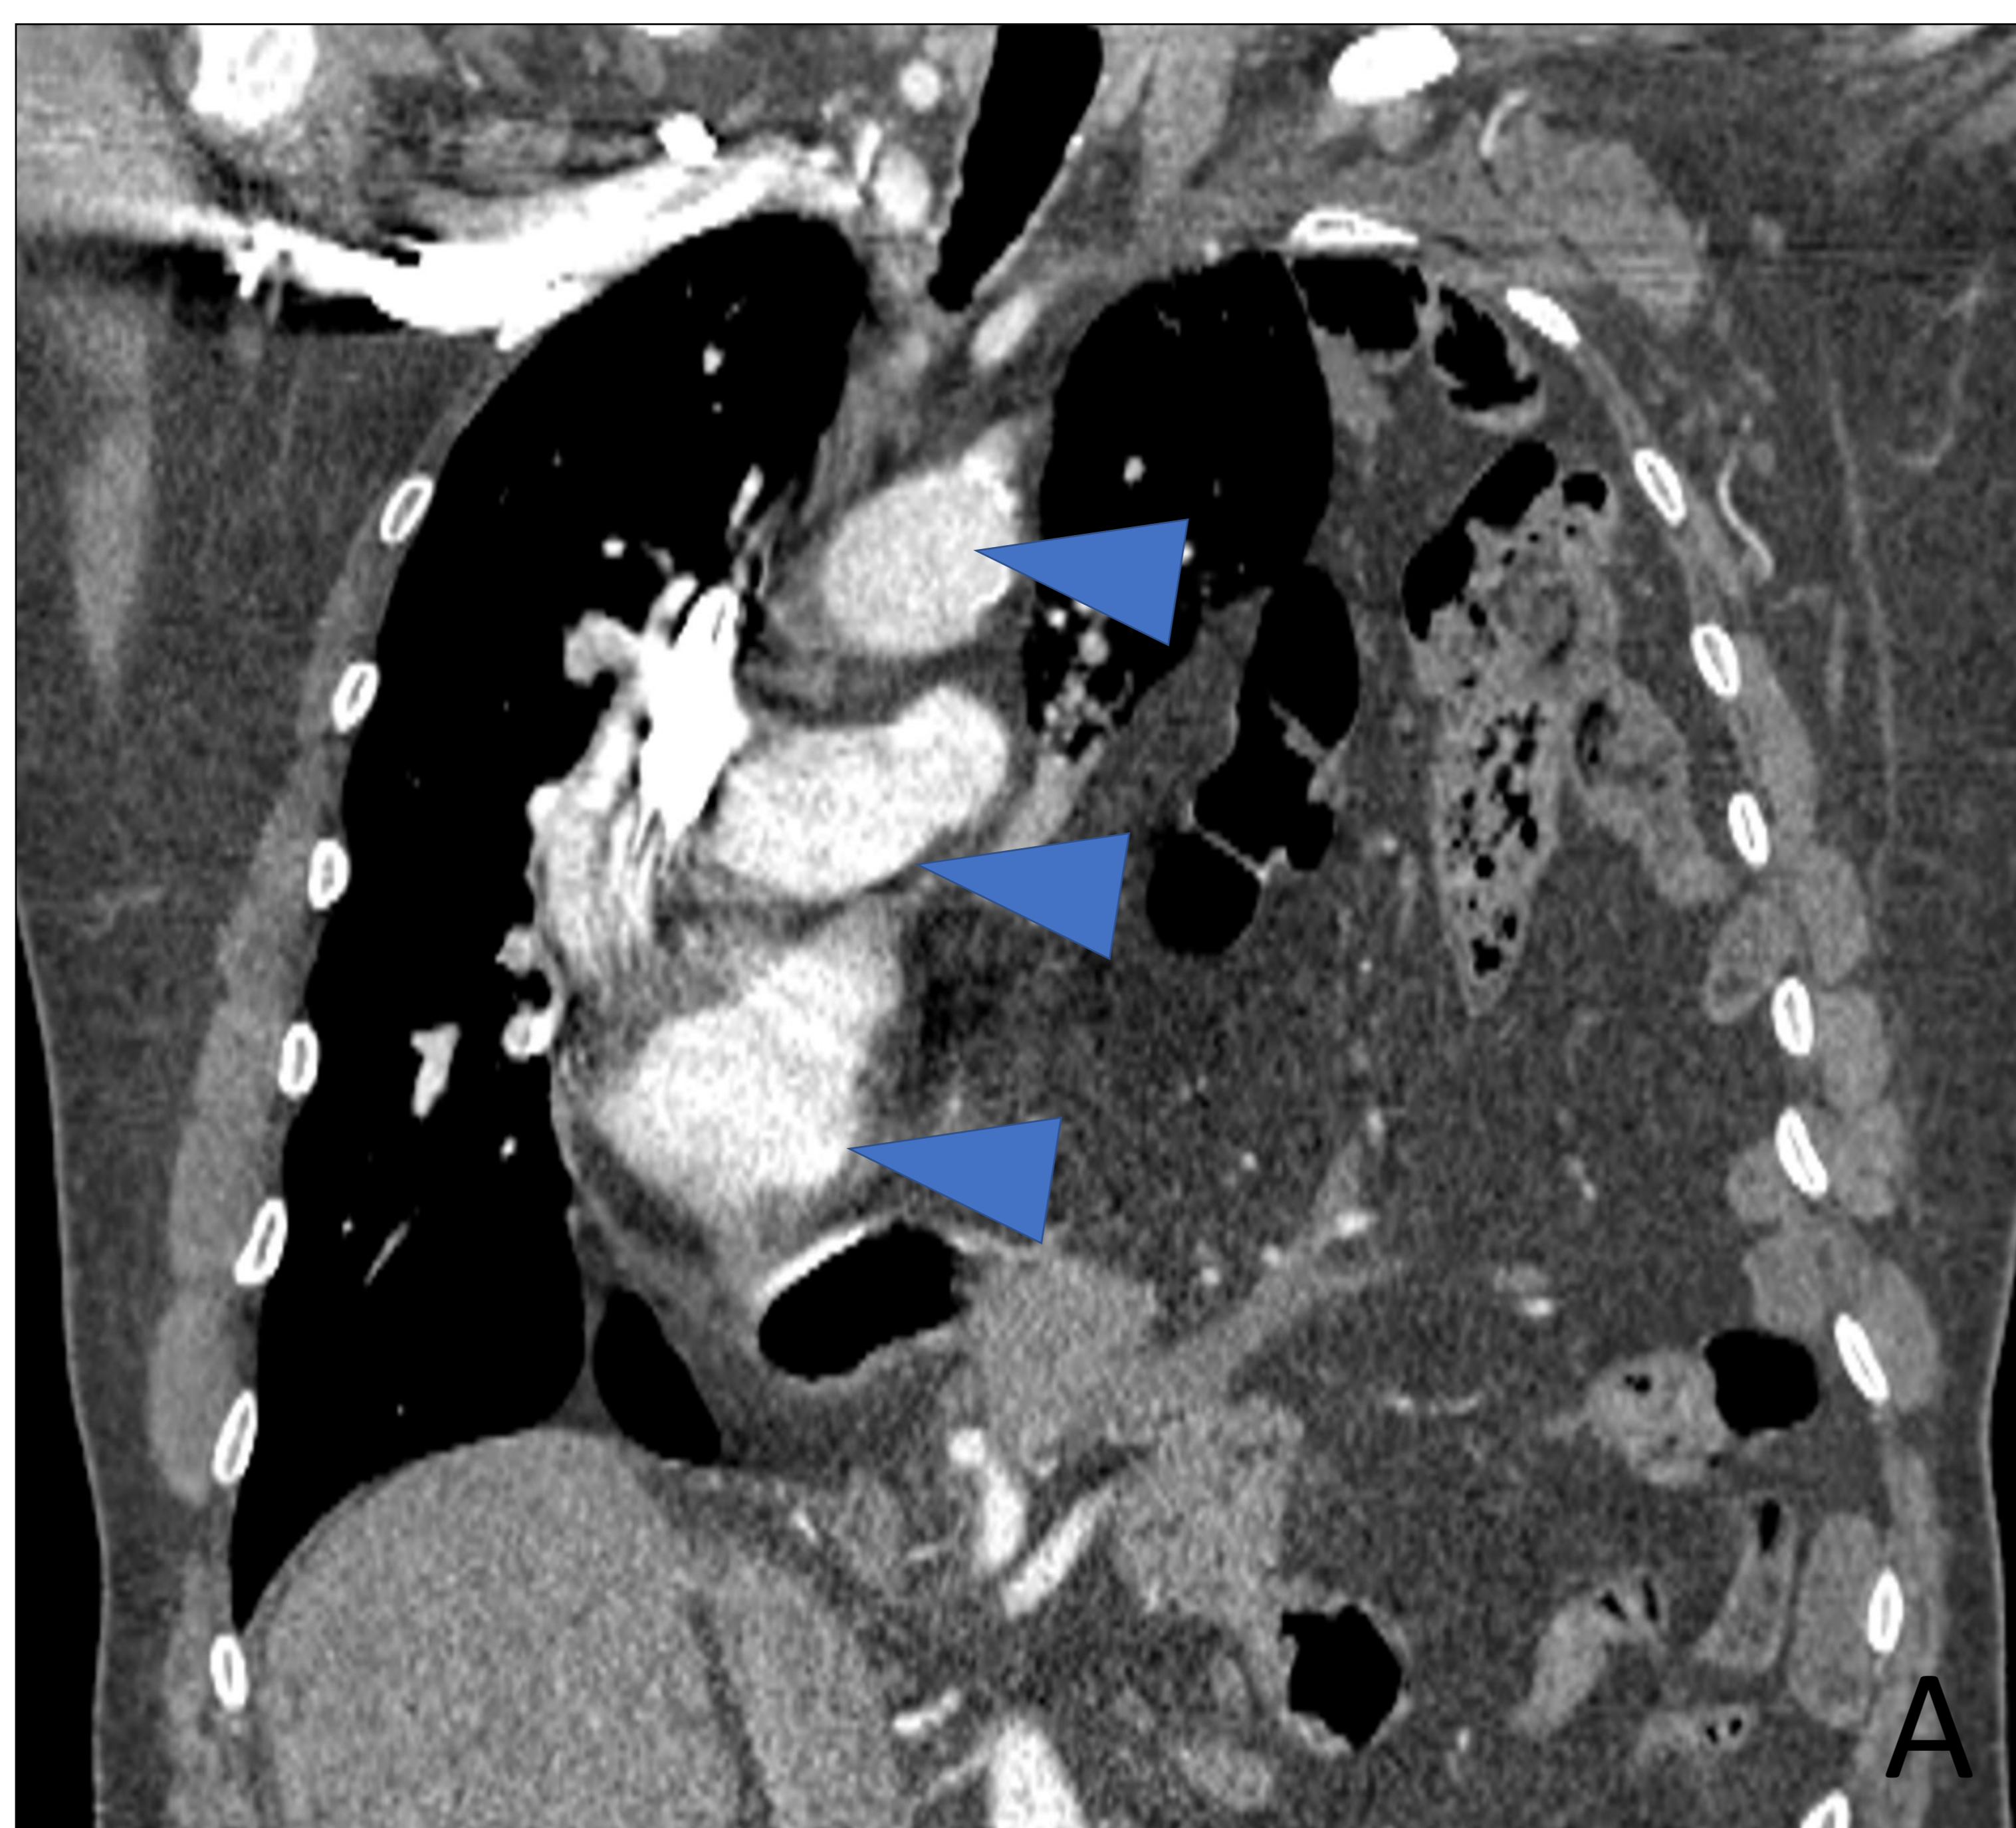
TC torácico realizado con contraste yodado i.v. en el mismo paciente con reconstrucciones en el plano coronal con ventanas de mediastino (A) y de pulmón (B) que muestra desplazamiento contralateral de las estructuras mediastínicas (puntas de flecha).
